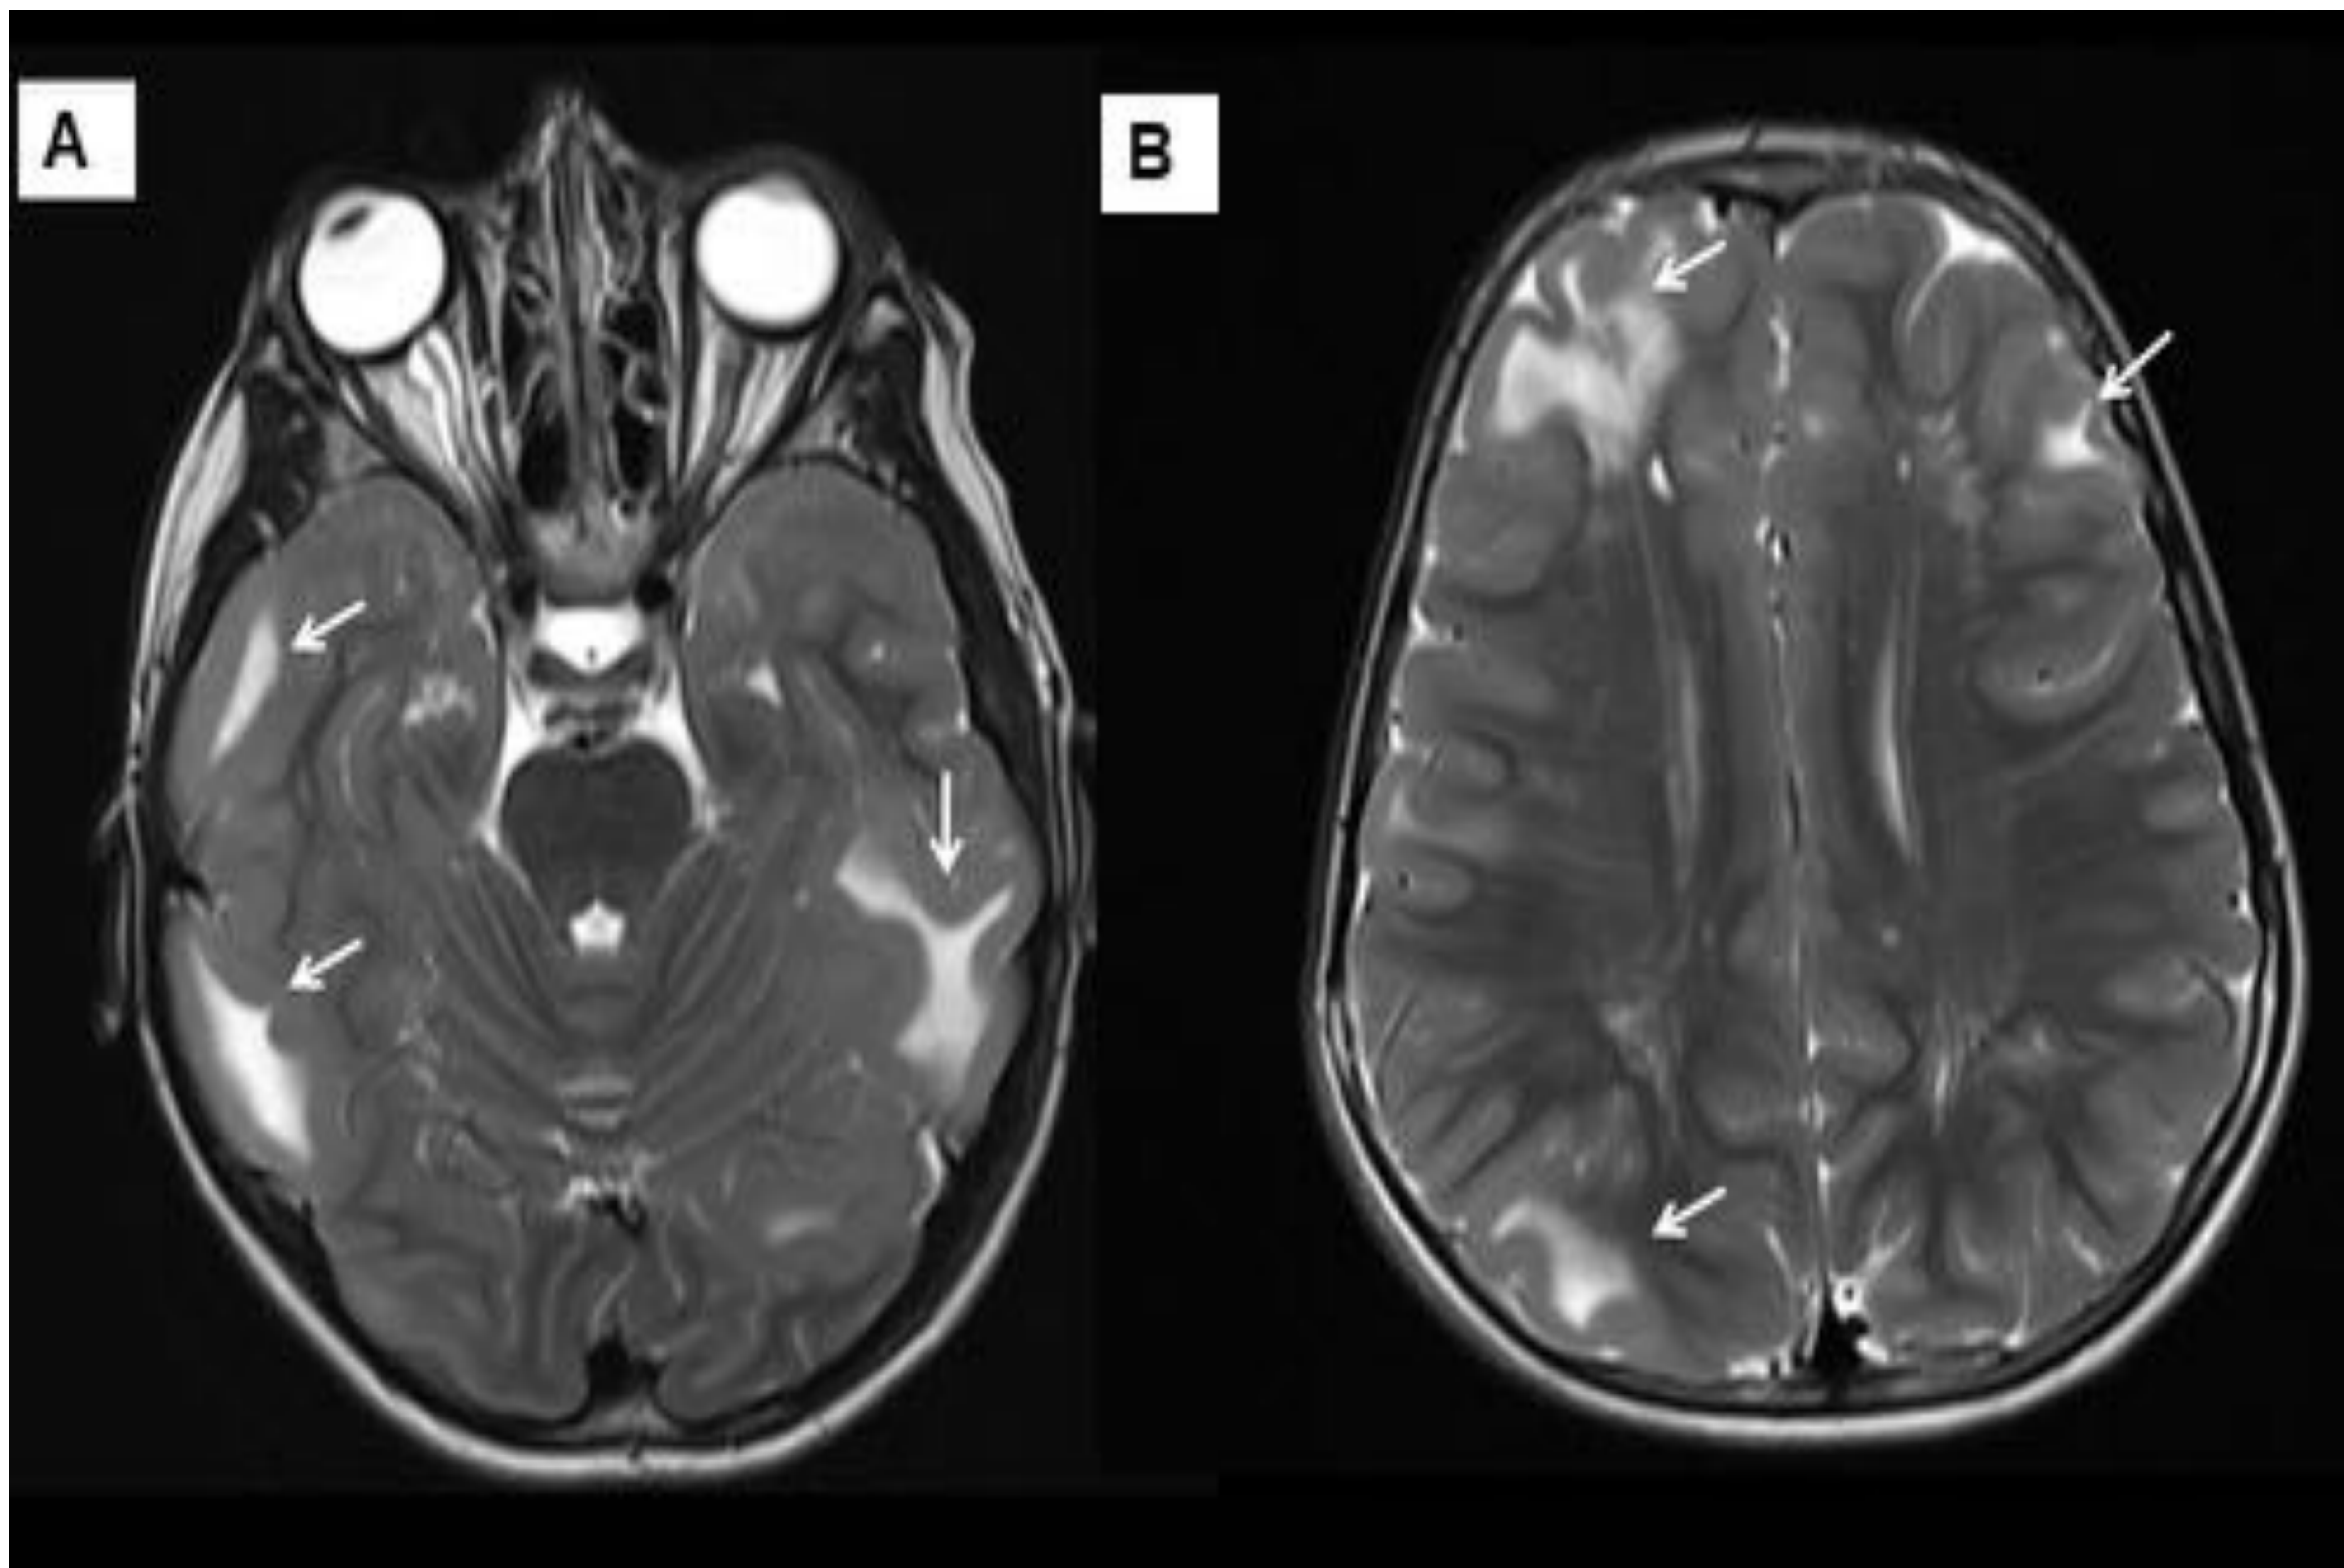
Paciente 2: Mujer de 11 años con ET en tratamiento con quimioterapia. RM cerebral secuencias axial T2 con lesiones hiperintensas en la sustancia blanca subcortical de ambos lóbulos frontales, temporales y parietal derecho en relación con tubers corticales y subcorticales.
